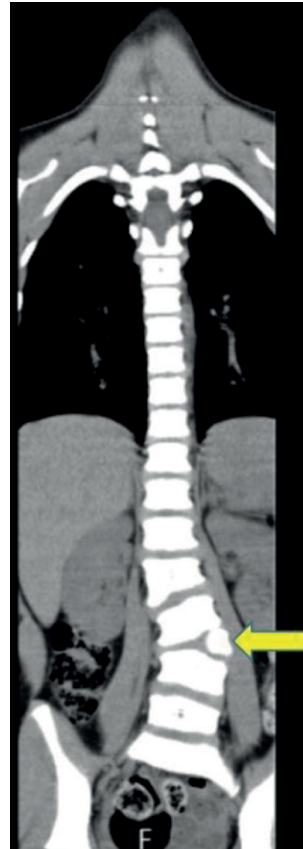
Lumbalizasyon, L4 hemivertebra 3D-BT görüntüsü. L4-L5füzyon. (11 yaşında lumbal bölgede 60 derece skolyozlu kadın hasta.)
